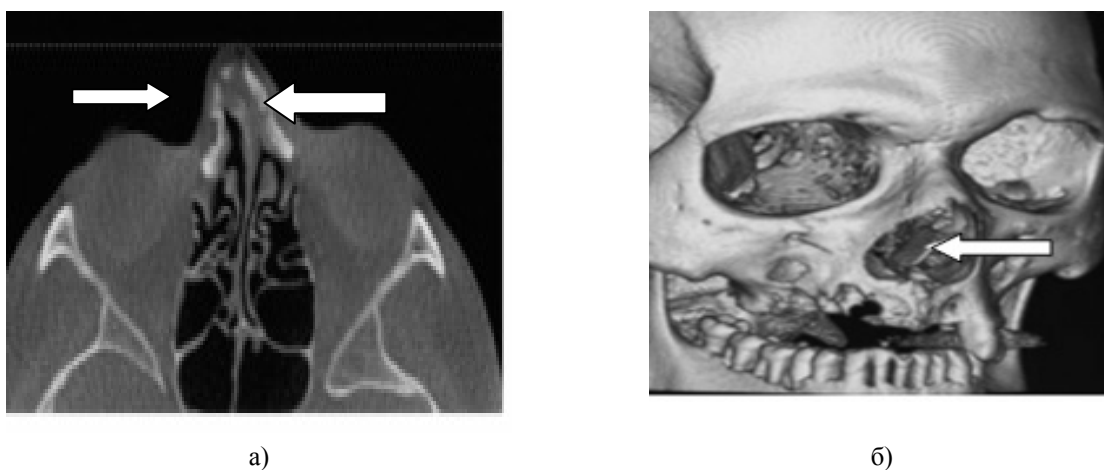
Диагностические возможности рентгенологических методов до и после оперативного вмешательства — остеосинтеза. Трехмерная реконструкция СМКТ. а) перелом костей носа ; б) имплантирована носовая перегородка
